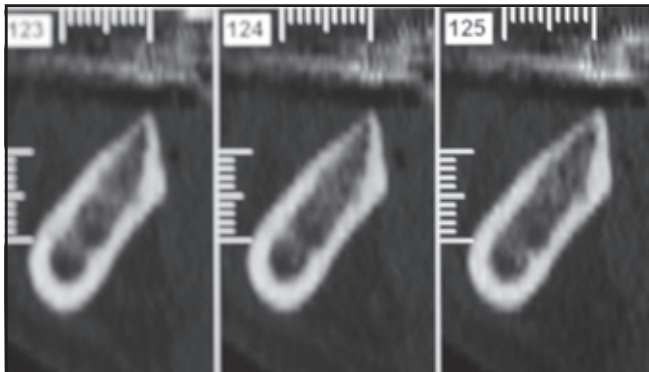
Der CT-Scan zeigt die große Menge an neugebildetem Knochen.
